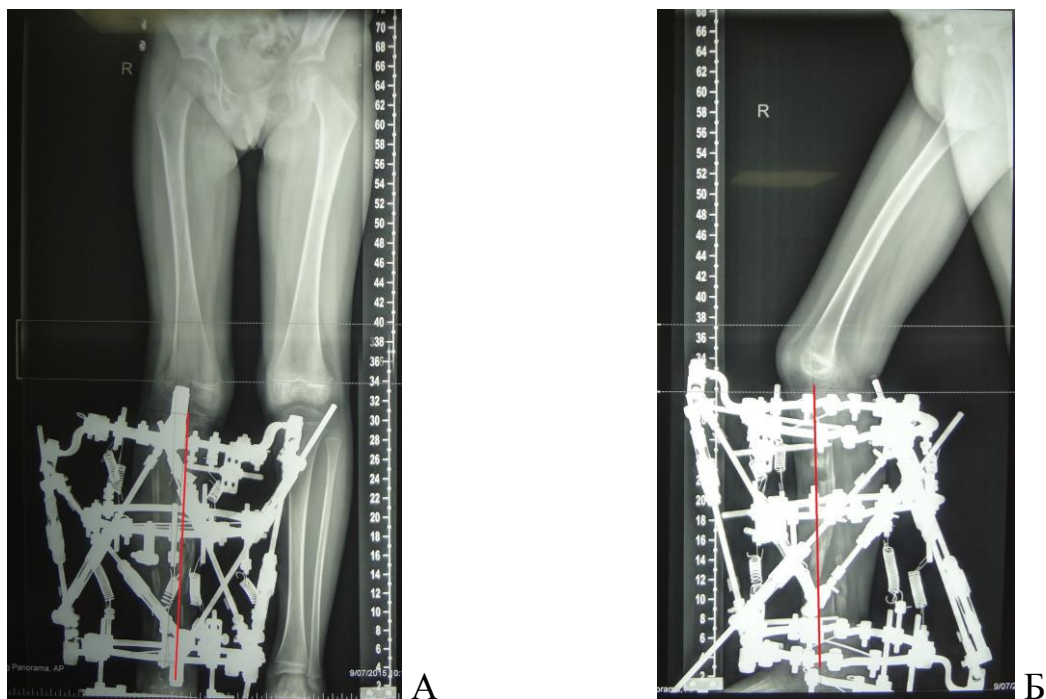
Рентгенограммы пациента с консолидированным ВЛСКГ после выполнения коррекции деформаций, перед выпиской из стационара на период фиксации: А – переднезадняя проекция, Б – боковая проекция.
